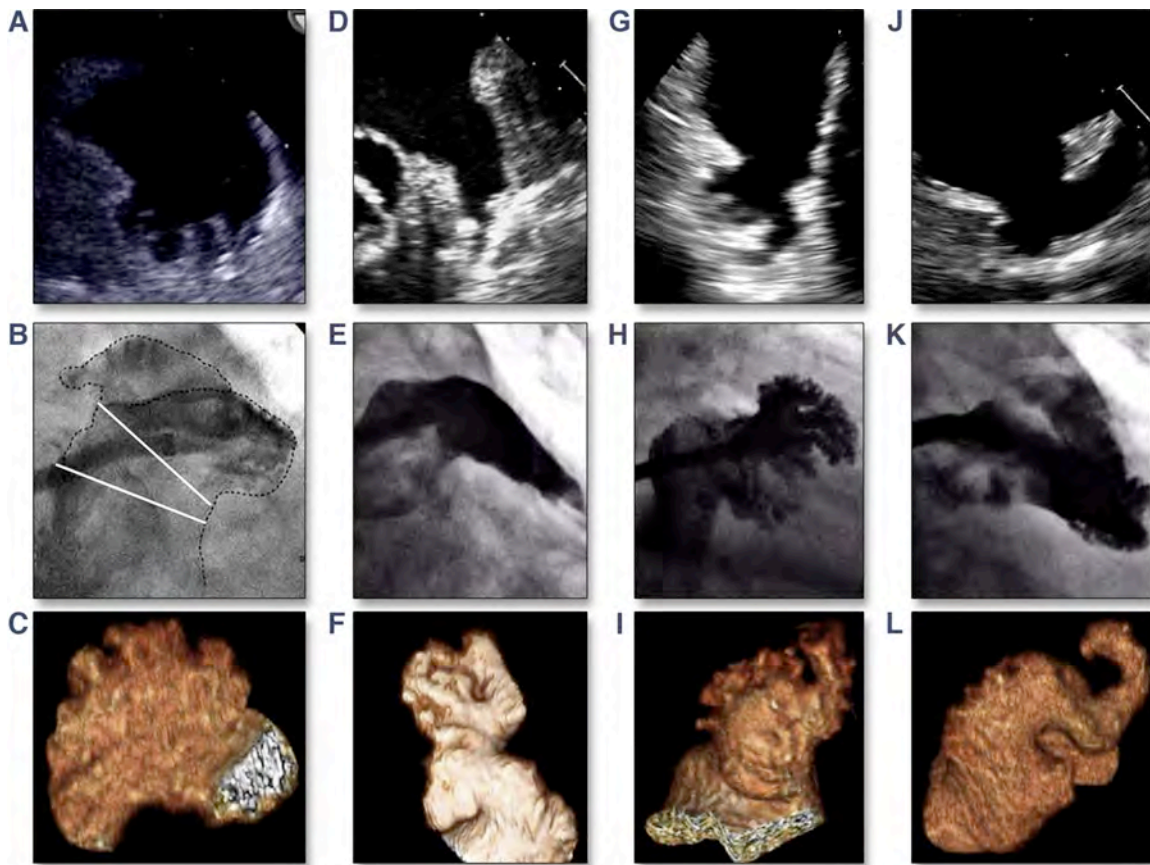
Morfologías y modalidades. ECO TE (fila superior), angiografía (fila media), tomografía computarizada 3D (fila inferior). Morfología en coliflor (A-C), en manga de viento (D-F), en cactus (G-I) y en ala de pollo (J-L). (9)
